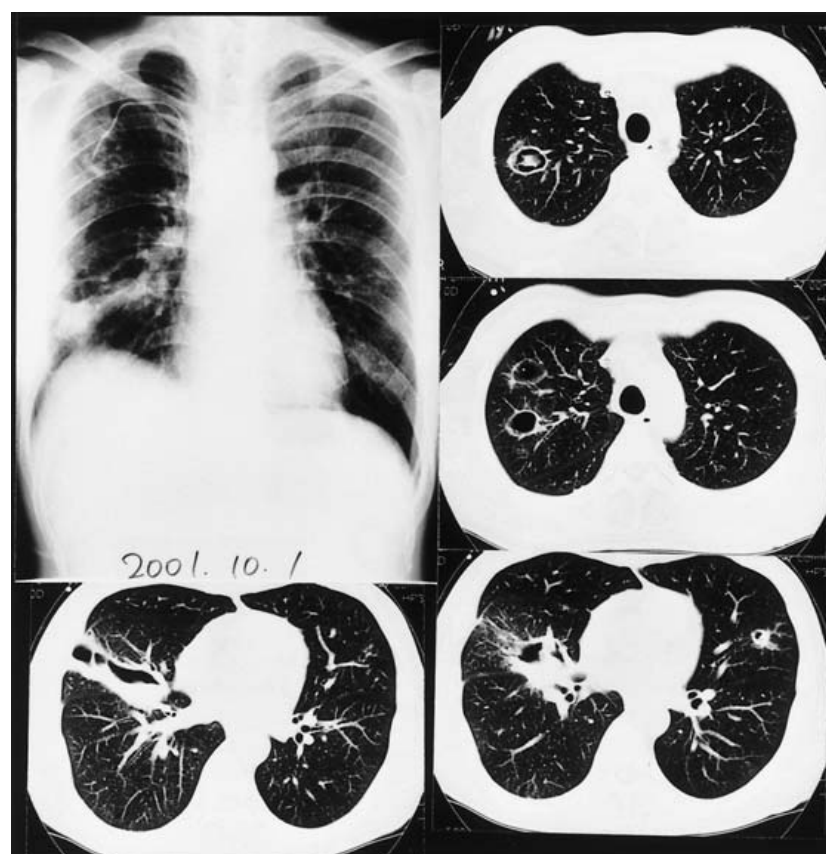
Chest X-ray and CT-scan findings of Case 2 on the 76th hospitalized day showed bilateral shadows.
